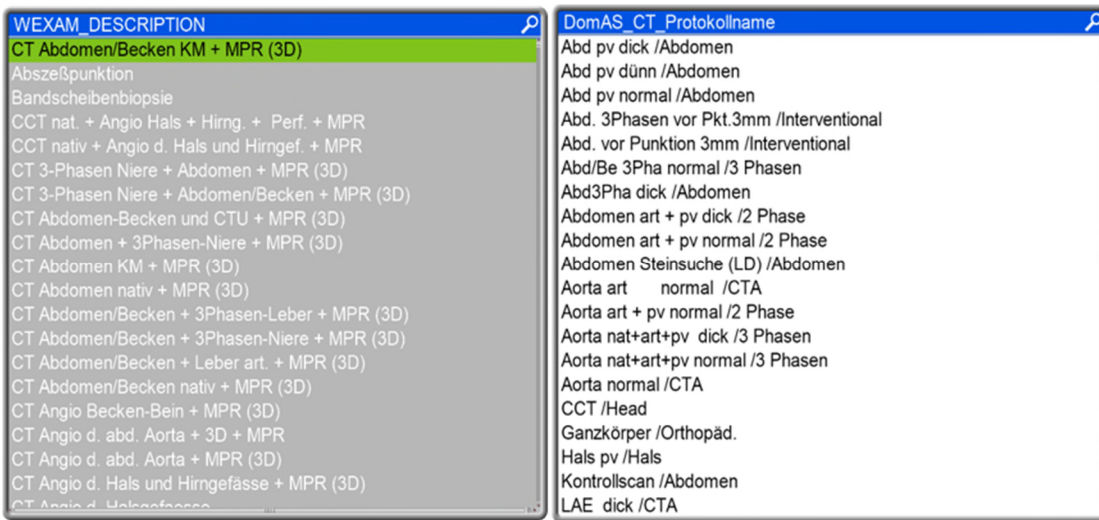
Verwendetes Protokoll (links) und durchgeführte Untersuchung (rechts) bei einem Computertomografie-Gerät.
